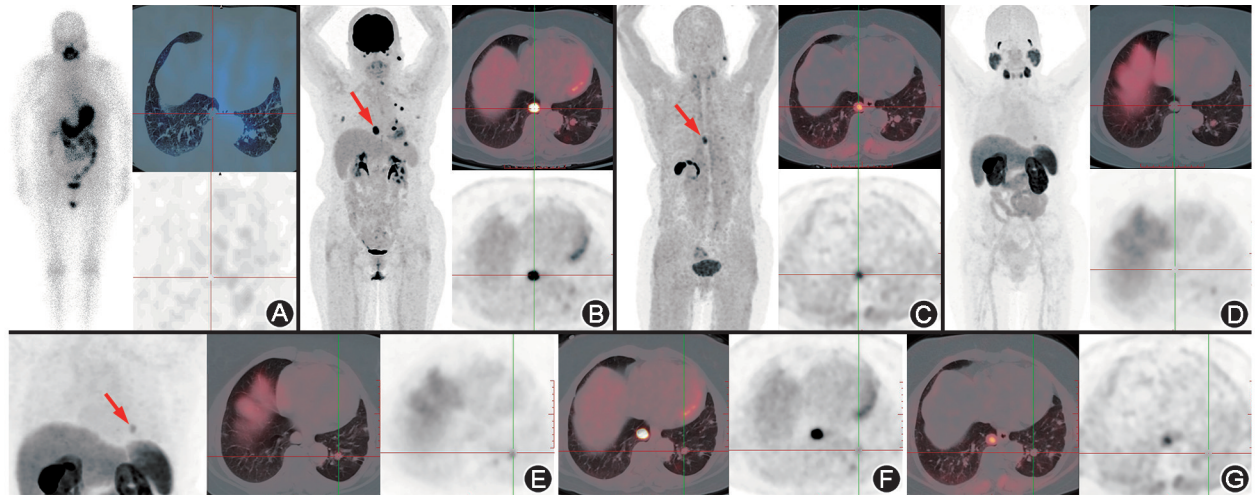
放射性碘难治性分化型甲状腺癌(RAIR-DTC)患者(病例1;女,65岁)影像学检查图(红色箭头及十字交叉示病灶) A.末次 ^{131}I 治疗后 SPECT/CT 显像显示肺实性结节不摄碘; B. ^{18}F -FDG PET/CT 显像显示右肺下叶较大实性结节,大小 $2.0\text{ cm}\times 1.9\text{ cm}$,FDG 摄取明显增高, SUV_{max} 为 15.4; C. Al^{18}F -1,4,7-三氮杂环壬烷-1,4,7-三乙酸 (NOTA)-成纤维细胞激活蛋白抑制剂 (FAPI)-04 PET/CT 显像显示右肺下叶较大实性结节,FAPI 摄取增高, SUV_{max} 为 8.2; D. ^{18}F -前列腺特异膜抗原 (PSMA)-1007 PET/CT 显像显示右肺下叶较大实性结节,PSMA 摄取不高; E~G. ^{18}F -PSMA-1007 PET/CT 显像显示仅见左肺下叶 1 枚阳性病灶,大小 $1.2\text{ cm}\times 1.1\text{ cm}$, SUV_{max} 为 6.4(E),该灶 FDG 摄取稍高 (SUV_{max} 为 2.0;F),FAPI 摄取不高(G)
